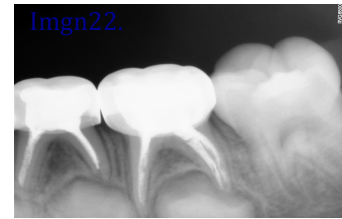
Radiografía postoperatoria inferior izquierda.
